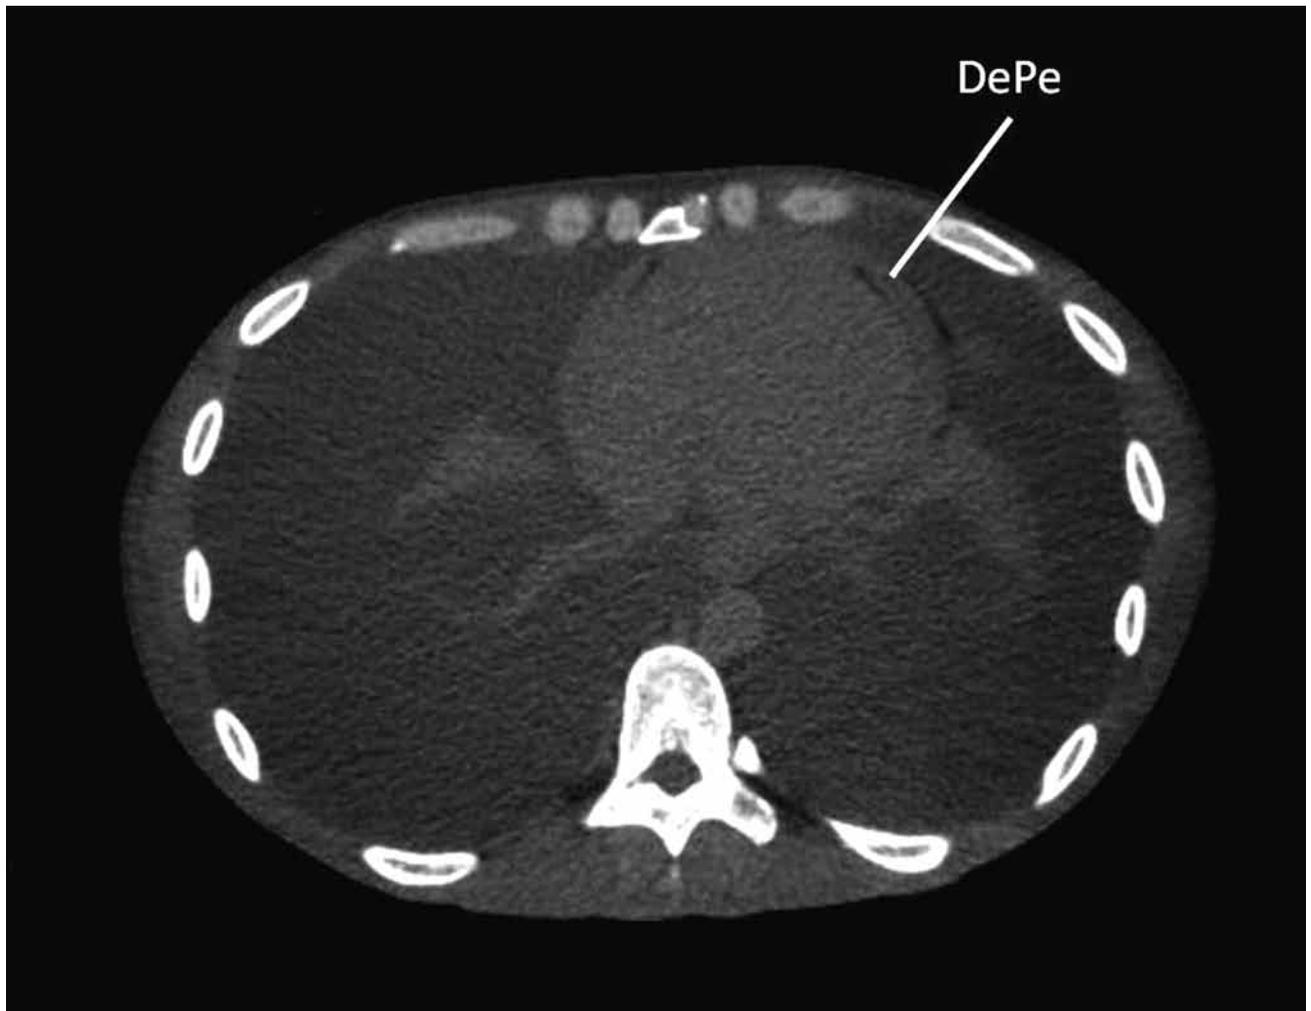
Tomografía computada de tórax mostrando el derrame pericárdico (DePe).
